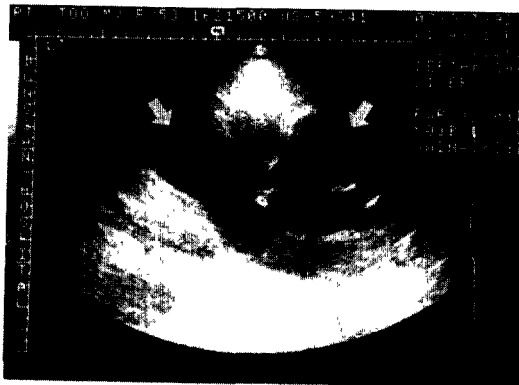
Ultrasonography of left kidney reveal marked dilatation of the renal collecting system(A;white arrows). There shows dilated, single mid-to-lower ureter(B; black arrow) and poor visualization of left UVJ area.
